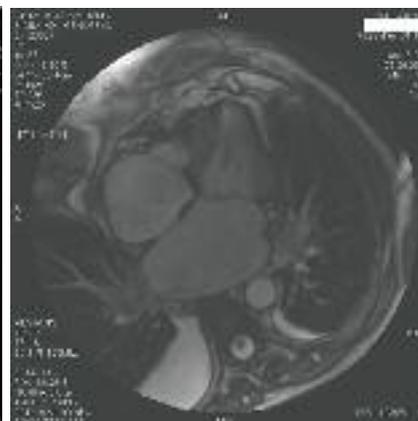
IRM cardiaque en incidence 4 cavités montrant un péricarde épaissi avec un ventricule droit de petit volume, tubulé.
